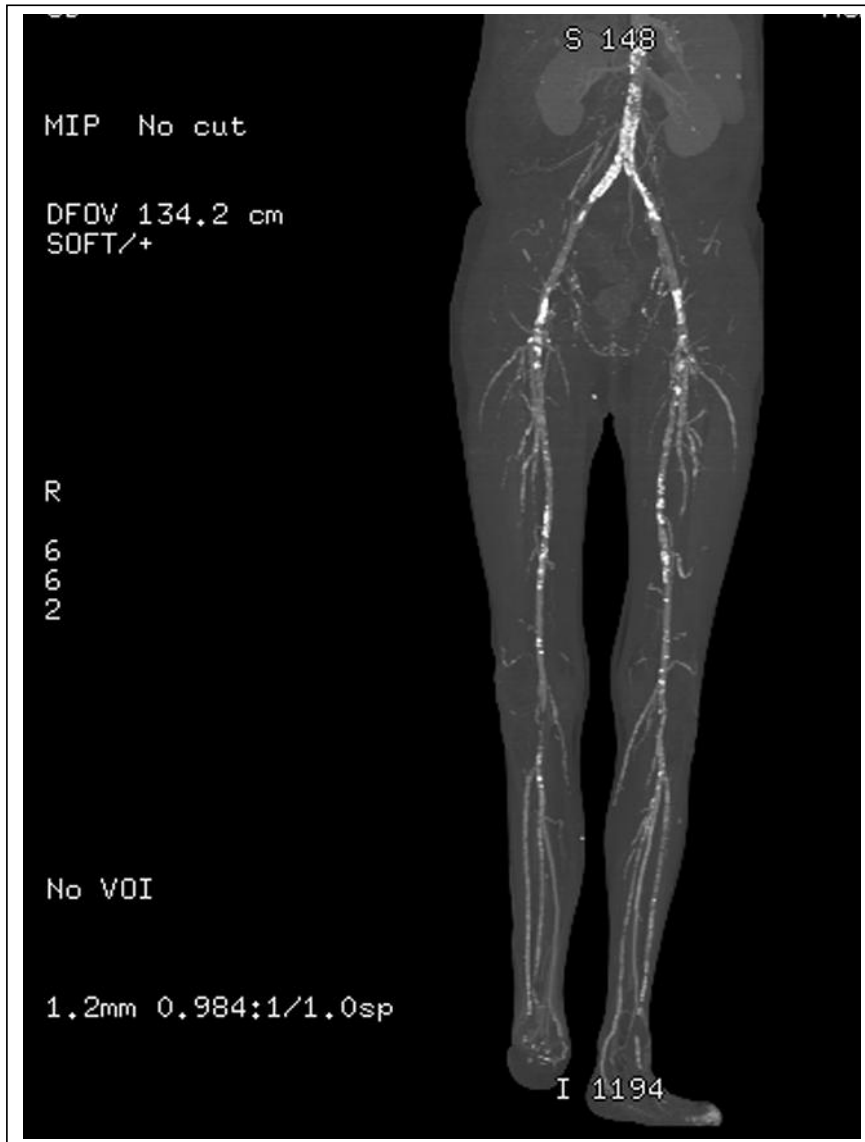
Reconstrucción en Proyección de Máxima Intensidad (MIP) de angio-TC de miembros inferiores (tras sustracción de las estructuras óseas).
